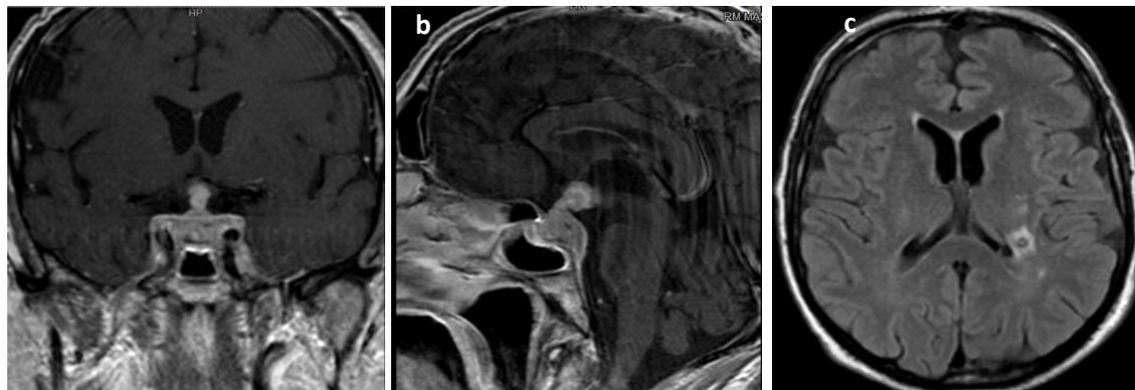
RM encefalo con mdc alla diagnosi: sezione coronale (a) e sagittale (b) in T1, sezione assiale FLAIR (c).
